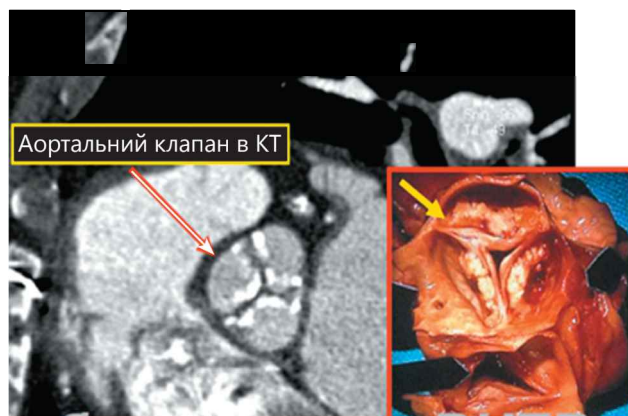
КТ аортального клапана
